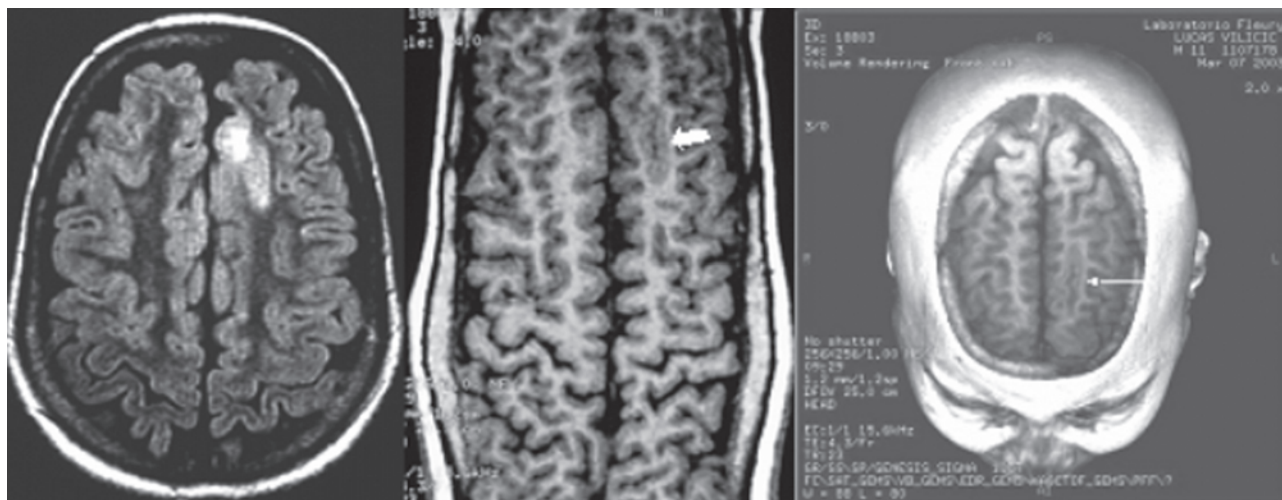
A Imagem de RM de 1,5 Teslas, mostrando lesão tipo displásica em giro frontal superior esquerdo. Na TC de crânio e na RM de menor campo magnético, esta lesão não foi visualiza
